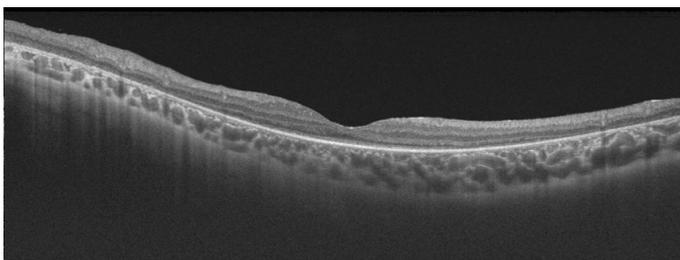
Tomografía de coherencia óptica de paciente con diagnóstico de RP y mutación en gen *RPE65*. Capas externas de la retina conservadas a nivel foveal. Atrofia difusa de EPR y capa de elipsoides parafoveal.
